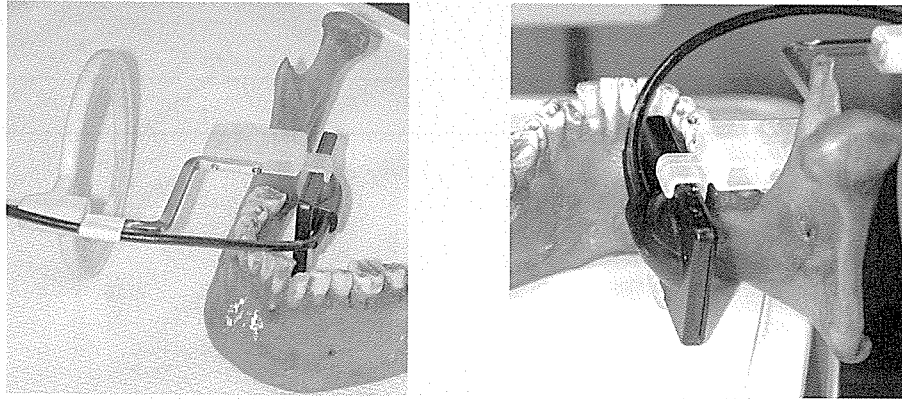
CMOS형 DRD (direct radiation detector)를 이용하여 건조 하악골의 선량별 방사선 영상을 획득한다.
